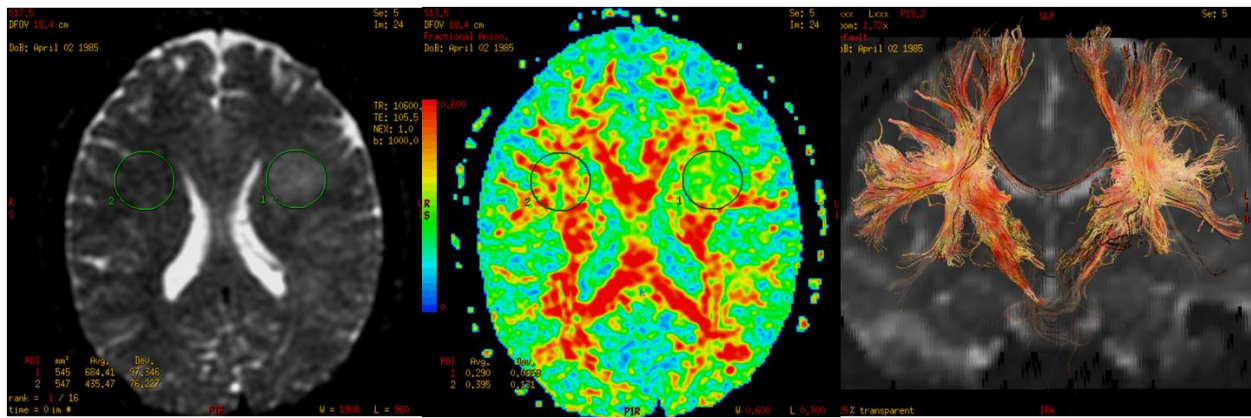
T₂ FLAIR αξονικές εικόνες ασθενή με υποψία MS (αδημοσίευτα αποτελέσματα με άδεια χρήσης για την διπλωματική μου, copyright E.D. Gotsis)
